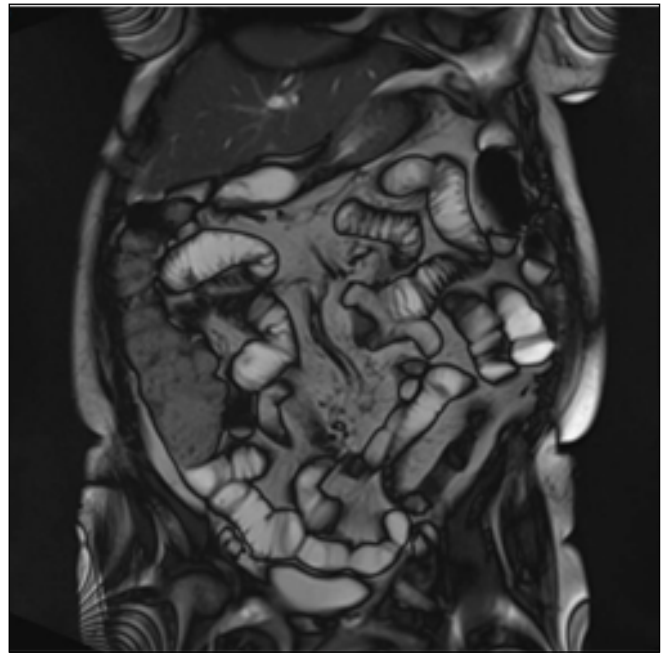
Entero-RMN de control: menor dilatación de asas de intestino delgado.
